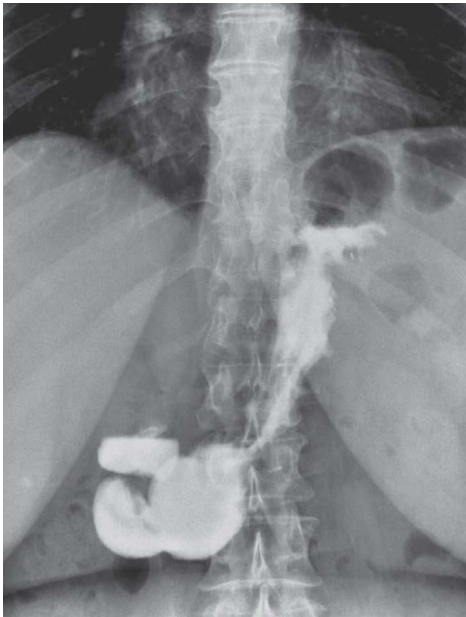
Контрольная рентгенография с водорастворимым контрастным препаратом демонстрирует оптимальное уменьшение объема тела желудка и свободное прохождение контрастного вещества через зону гастропластики без выхода за пределы органа
